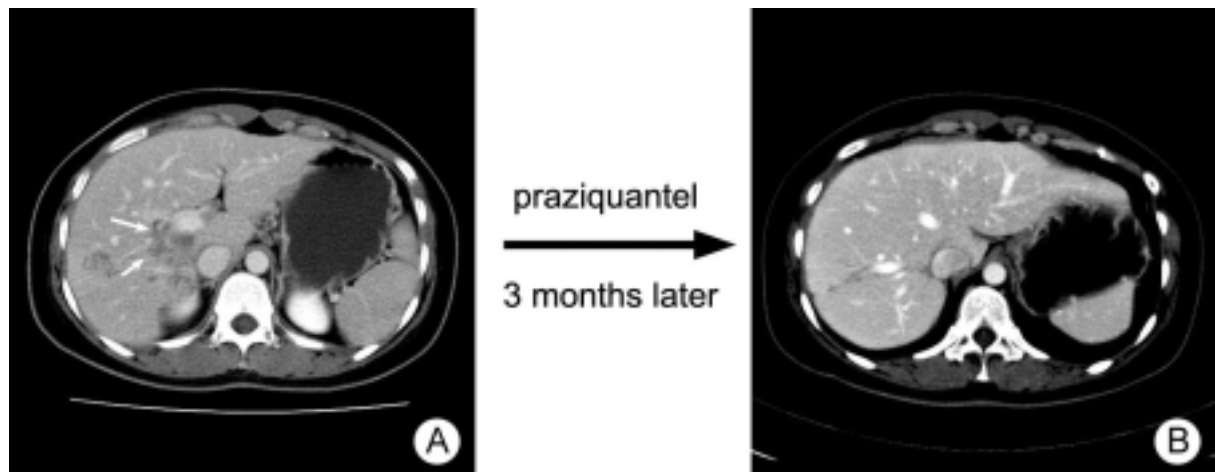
In dynamic abdominal CT scans, multiple, serpentine, hypoattenuating lesions (arrow) are scattered throughout right lobe and caudate lobe, especially in peripheral zone (A). There are improvement in the contrast-enhanced CT scans, compared with previous image (B).
